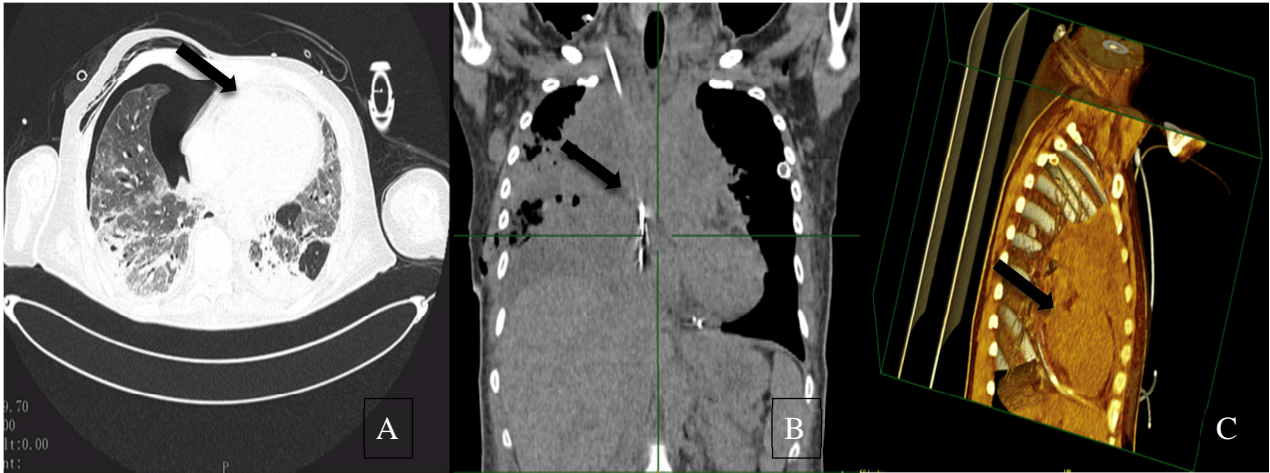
Tomografía Computarizada (TAC) en la cual se observa la gran masa tumoral ubicada en mediastino anterior con infiltración a tejidos adyacentes. A. Corte axial, B. Corte coronal y C. Corte sagital
